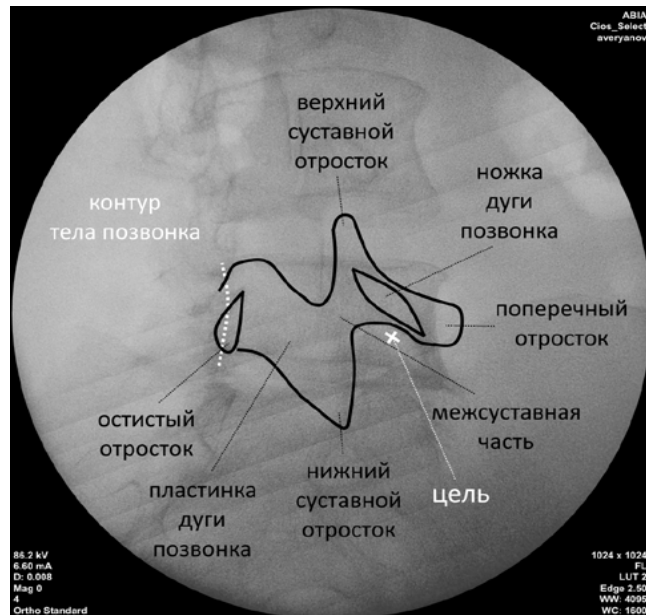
Целевая область пункции при позиционировании иглы параллельно рентгеновскому лучу
